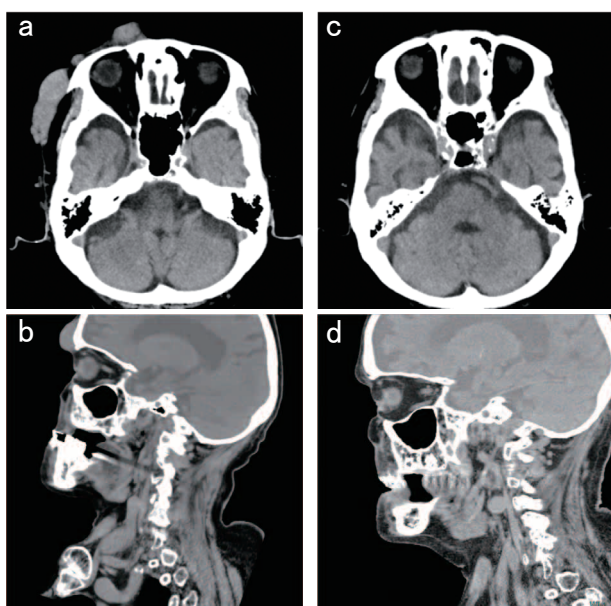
右眼瞼部局所再発・右外眼角部リンパ節転移のCT検査
